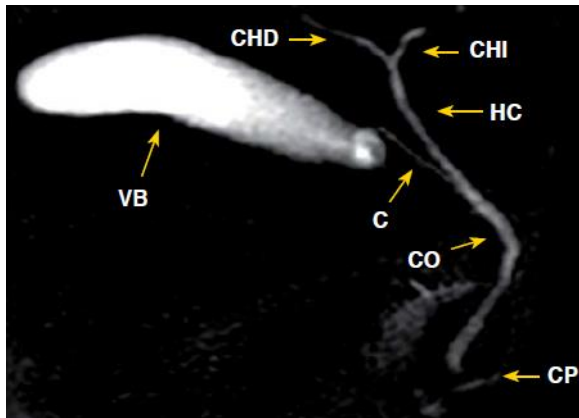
Imagen representada en una colangiografía por resonancia magnética.
